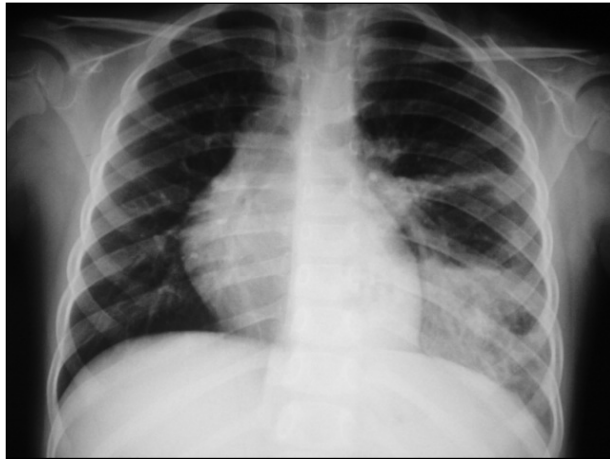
Radiografía de tórax y TAC pulmonar que muestran un secuestro pulmonar
